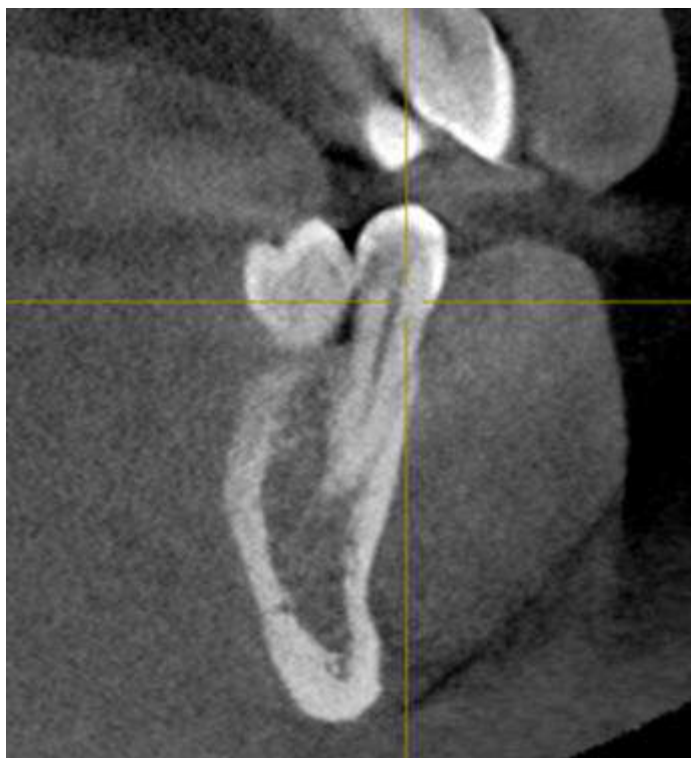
Томограмма челюсти больного.
